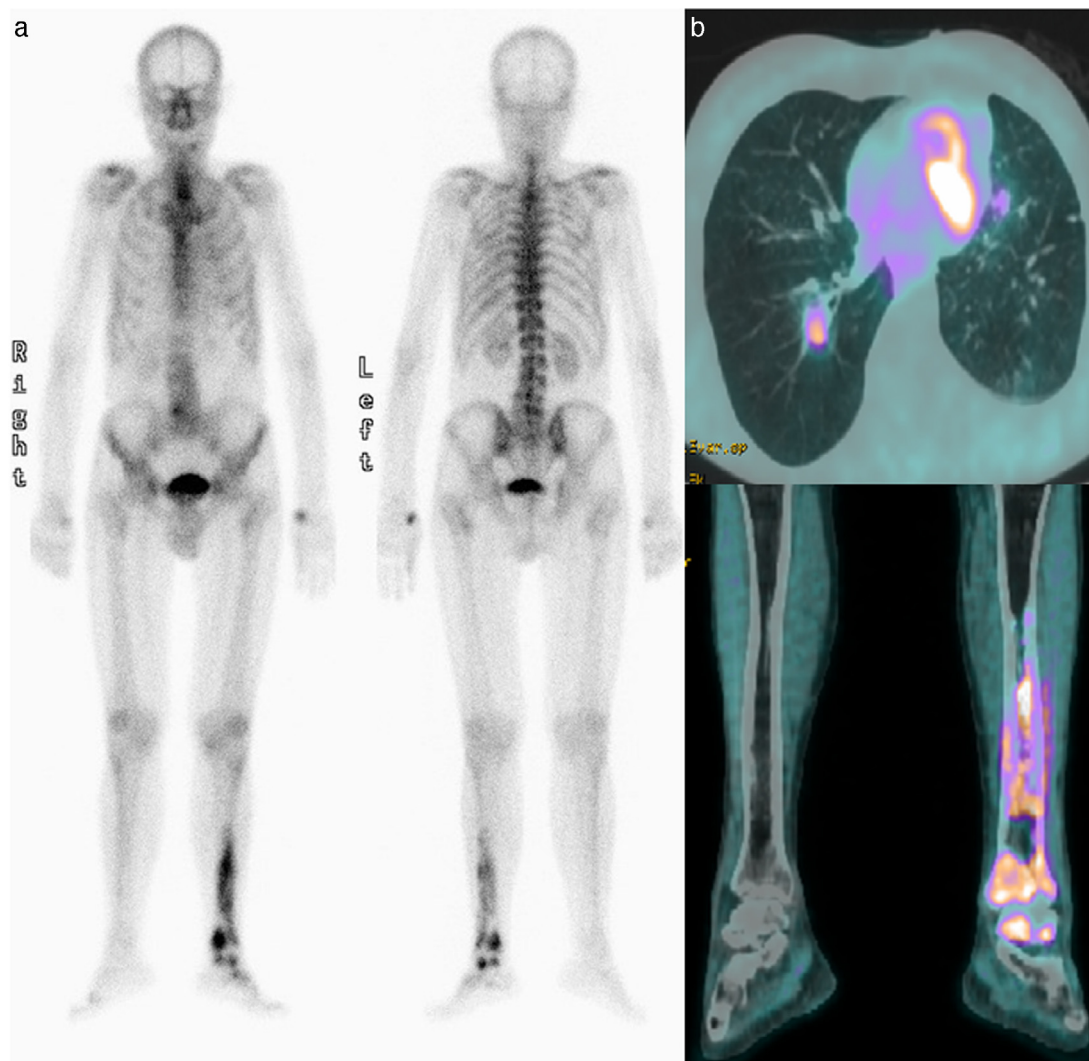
a) Gammagrafía ósea: depósitos patológicos de radiotrazador en la mitad inferior de la tibia, el peroné y el tarso izquierdos, indicativos de infiltración metastásica. b) PET-TC: captaciones hipermetabólicas a nivel de lóbulos pulmonares superior izquierdo e inferior derecho, segmento V-VI hepático, adenopatías en hilio hepático y retroperitoneales, captación en el tercio proximal de fémur derecho con múltiples focos hipercaptantes en la tibia, el peroné y los huesos del pie izquierdo, compatibles con metástasis.
